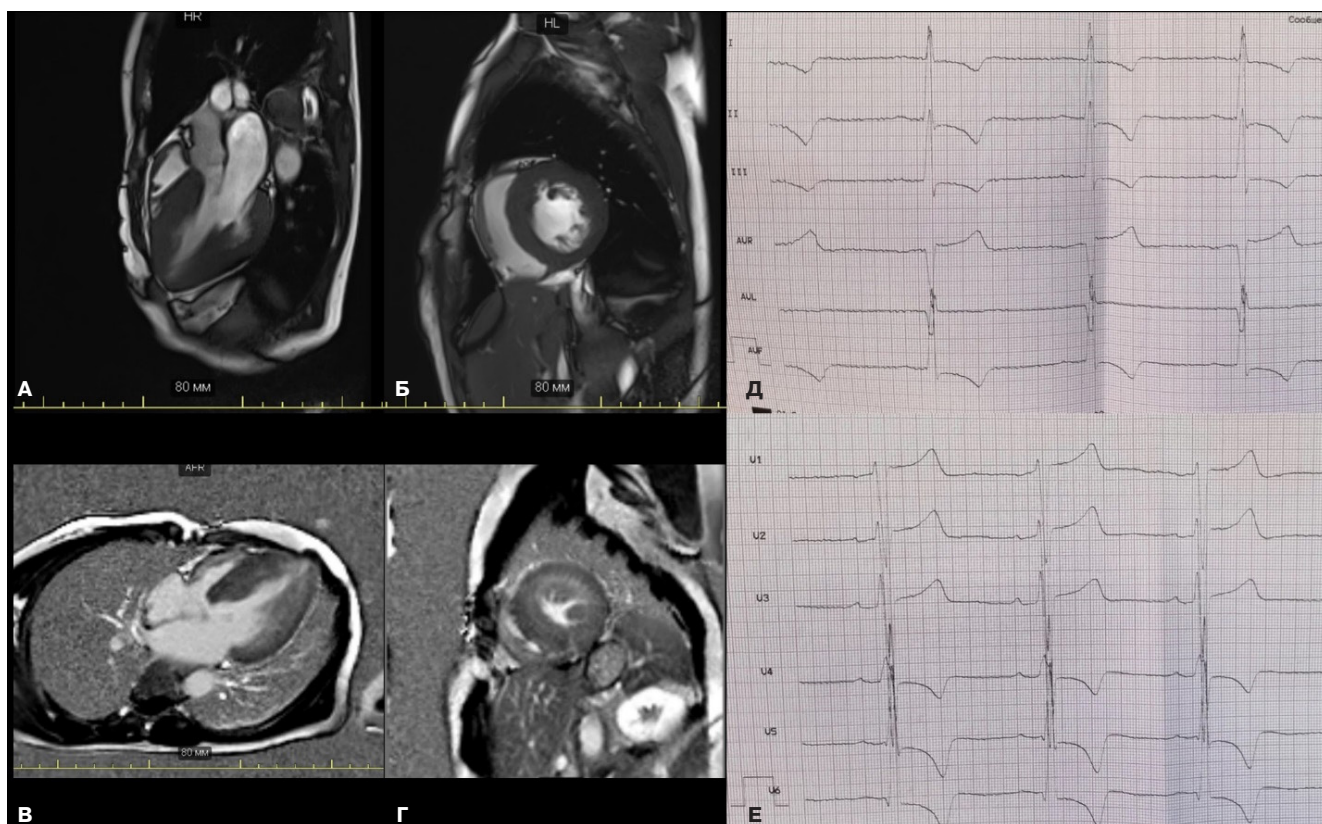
Результаты МРТ сердца (А-Г) и электрокардиограмма (Д-Е) пациентки.
